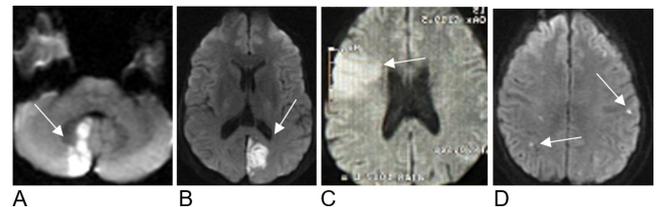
RESSONÂNCIAS MAGNÉTICAS PRÉVIAS EVIDENCIANDO A CADA EPISÓDIO DE AVC ISQUÊMICO UM TERRITÓRIO NOVO ACOMETIDO: A) ACOMETIMENTO DE TERRITÓRIO CEREBELAR POSTERIOR DIREITO; B) ACOMETIMENTO DE TERRITÓRIO OCCIPITAL ESQUERDO; C) ACOMETIMENTO DE TERRITÓRIO TEMPORAL DIREITO; D) FOCOS ISQUÊMICOS EM REGIÃO TEMPORAL ESQUERDA E OCCIPITAL DIREITA.
